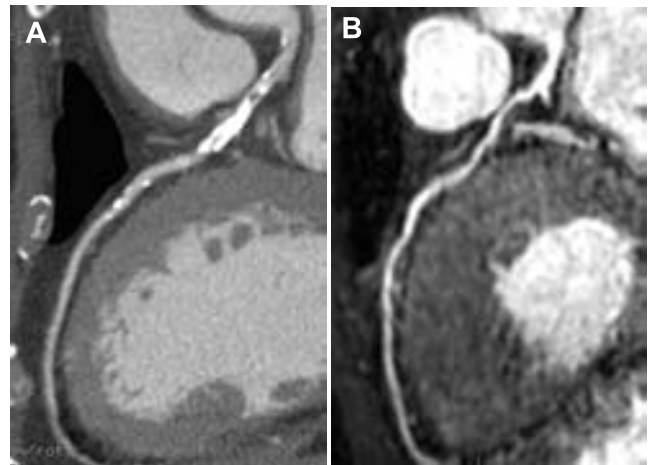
狭心症症例の 64 列マルチスライス CT 冠動脈画像 (A) と whole heart coronary MRA (B)
